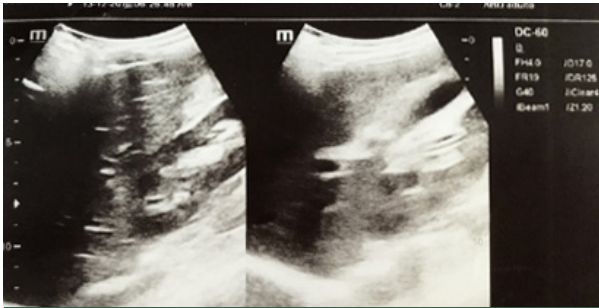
Imagen de ecografía abdominal total, donde se observa engrosamiento de la pared vesicular, sin cálculos en su interior, correspondiente con una colecistitis alitiásica.
